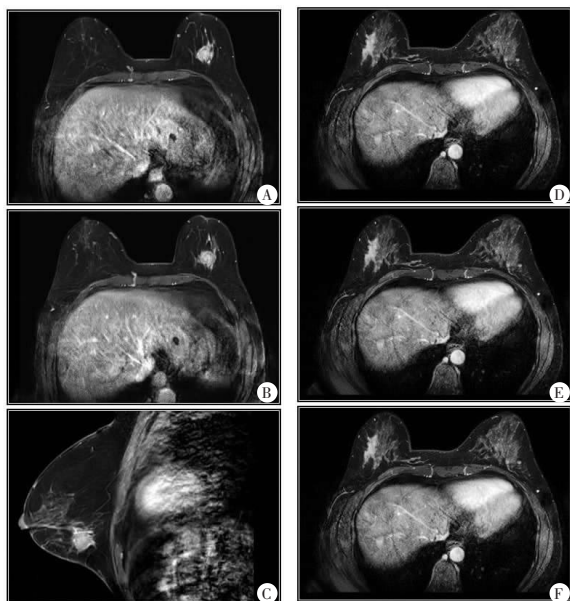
乳腺典型的肿块型和非肿块型样本的 MRI 图像
